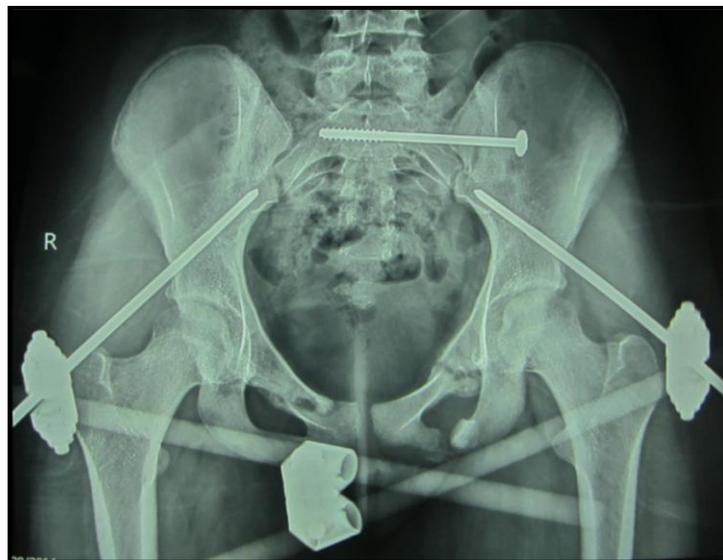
Postoperatorio. Radiografía AP, de paciente femenino, de 13 años, con fractura de pelvis Torde IV, en que se realizó reducción y osteosíntesis con fijador externo más tornillo percutáneo.
